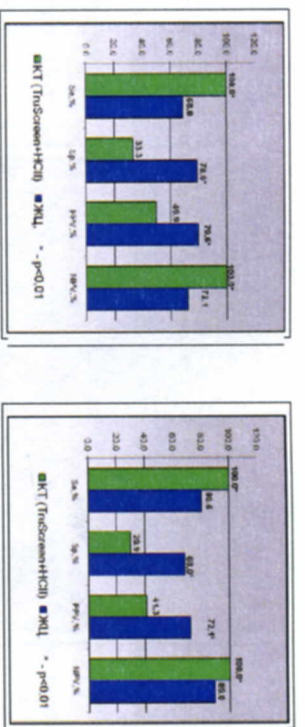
Сравнение характеристик ЖЦ и КТ (TruScreen+НСЦ) в диагностике SIL и N-SIL
